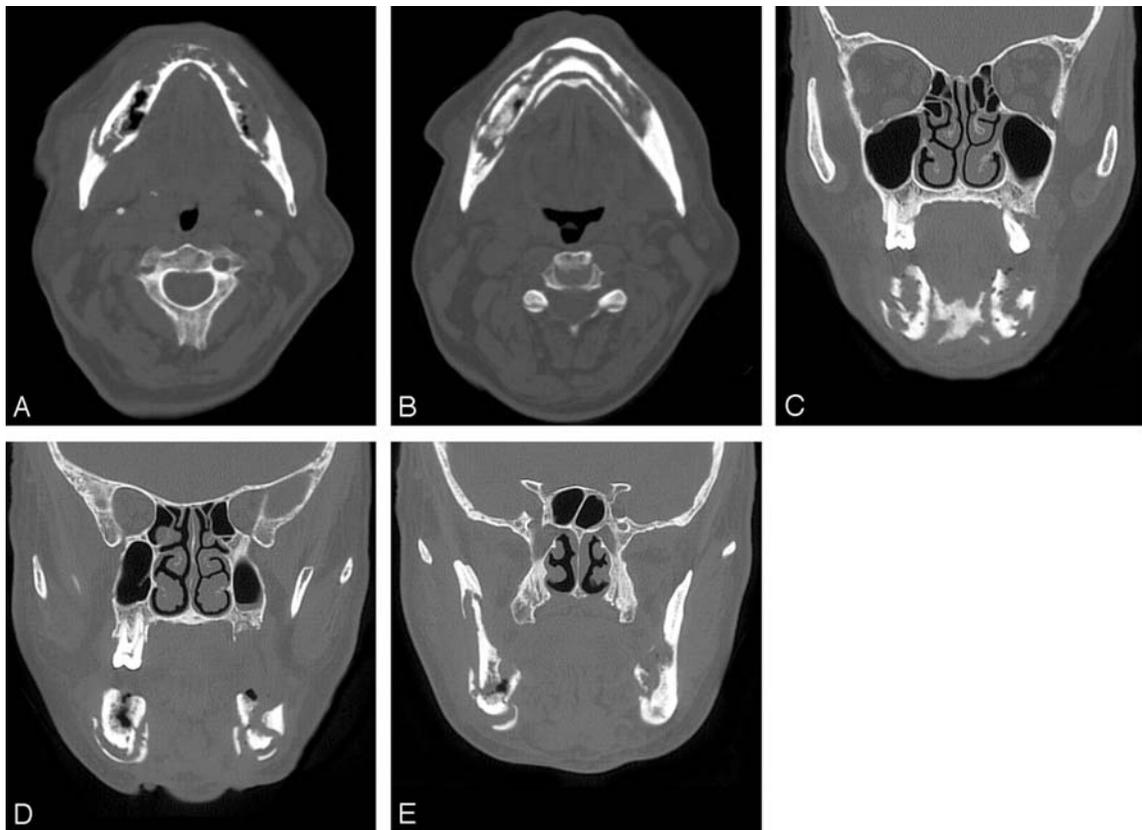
Tomografía axial computarizada que muestra áreas de osteonecrosis en la mandíbula.
